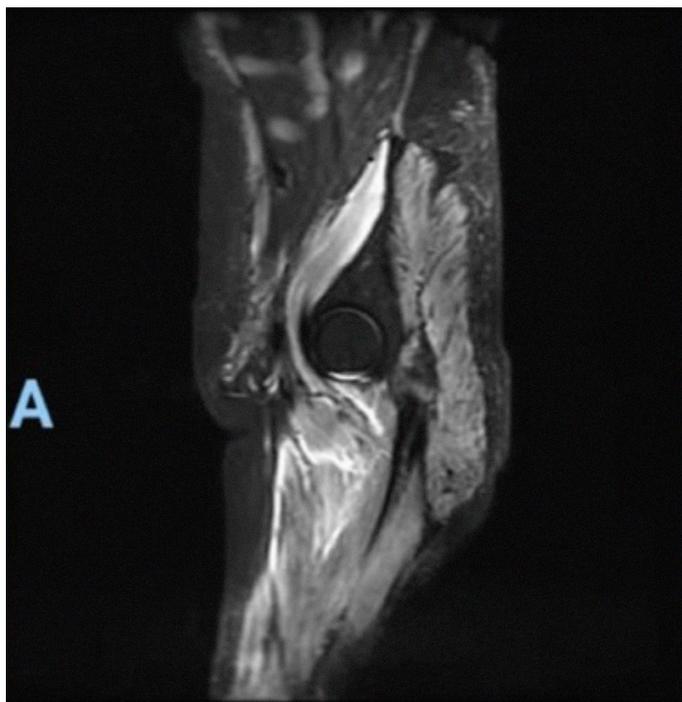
Resonancia con técnica STIR, corte sagital de cadera, con los mismos hallazgos de edema muscular con afectación perifascial e intramuscular.
